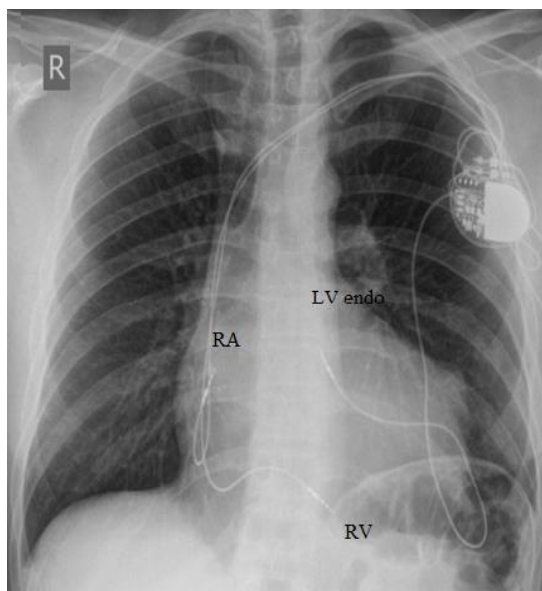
Рентгенографія кінцевої позиції електродів. Позиція ендокардіального ЛШ електрода - близько до верхівки ЛШ, в зоні найбільш пізньої активації ЛШ. Так само видно нефункціонуючий епікардіальний електрод, фіксований в передньо-верхівковій області.
